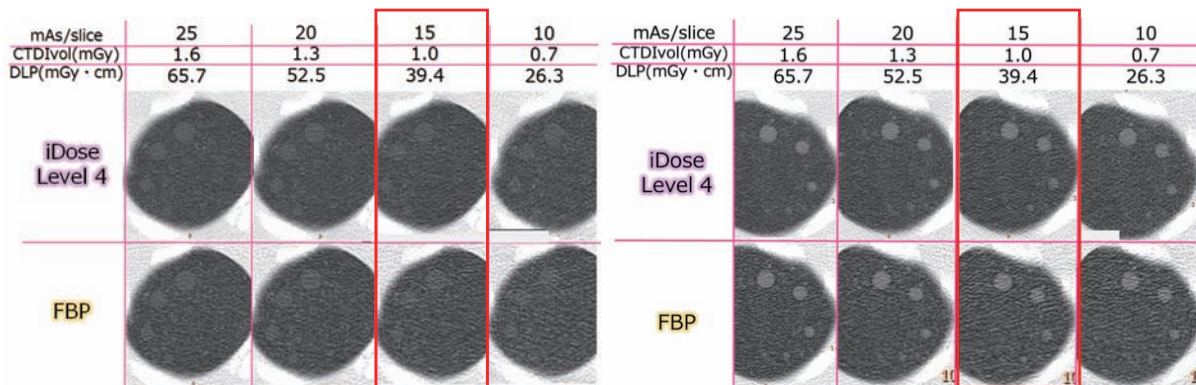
120 kVでのLSCTファントム (左 $\Delta$  CT値= 100HU、右 $\Delta$  CT値= 270HU) の肺尖部画像
